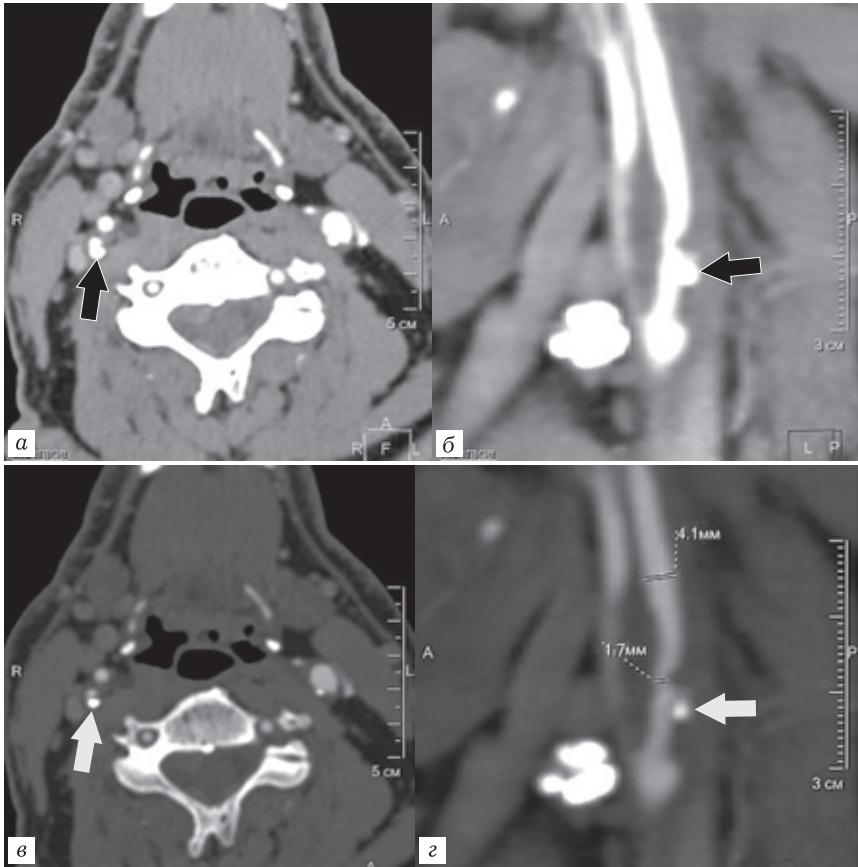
КТ-ангиограммы: а, б — изображения с использованием обычных настроек окна (а — аксиальная плоскость изображения, б — мультипланарная реконструкция). Отсутствие четкой дифференциации просвета ВСА от кальцинированной бляшки на этом уровне при использовании обычных настроек окна (черные стрелки); в, г — использование модифицированных настроек окна (в — аксиальная плоскость изображения, г — мультипланарная реконструкция). Значительно лучшая дифференциация компонентов бляшки, просвета ВСА при использовании модифицированных настроек окна (белые стрелки)
